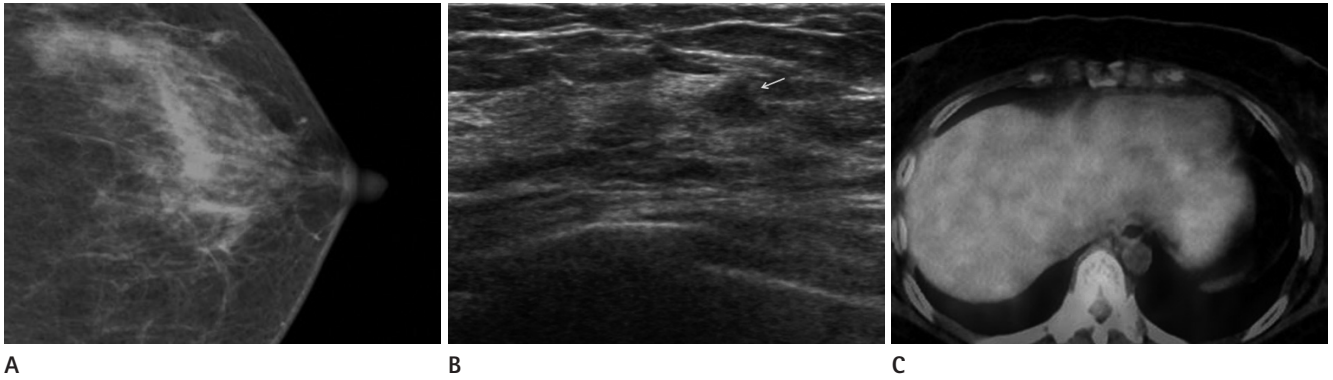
A 56-year-old woman having 13 mm DCIS with PET/CT negative.
